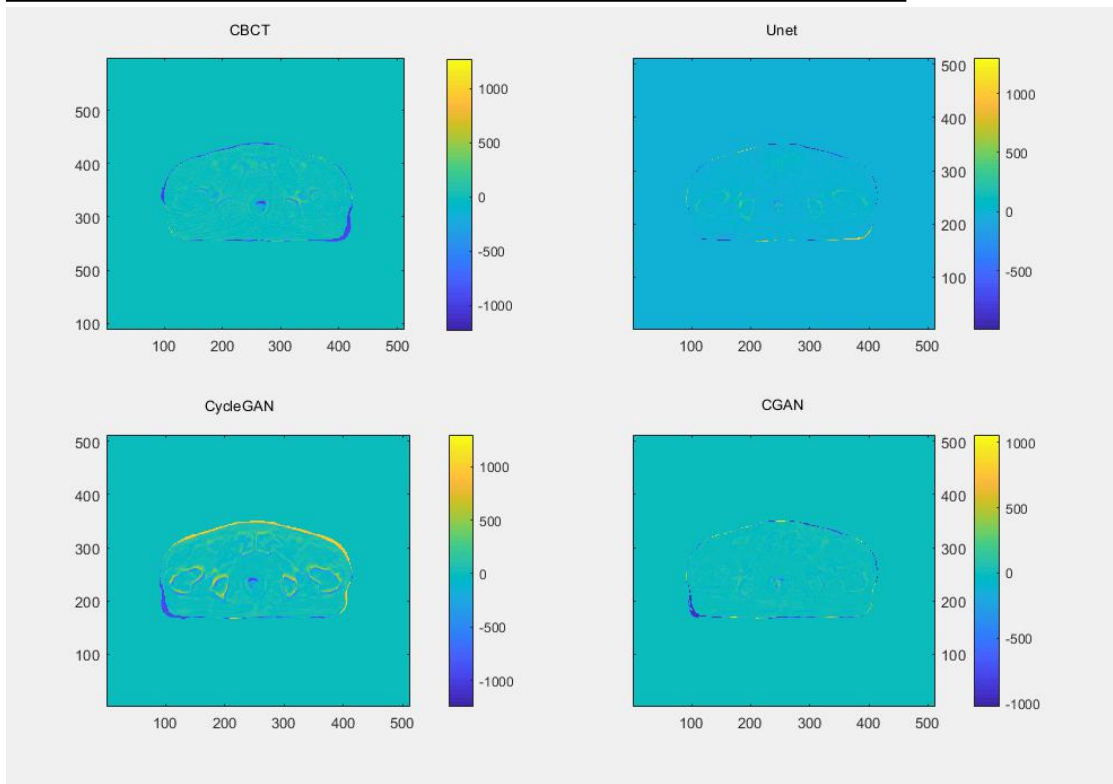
dCT 图像相对于 CBCT 与各 sCT 对应 CT 值差图。
